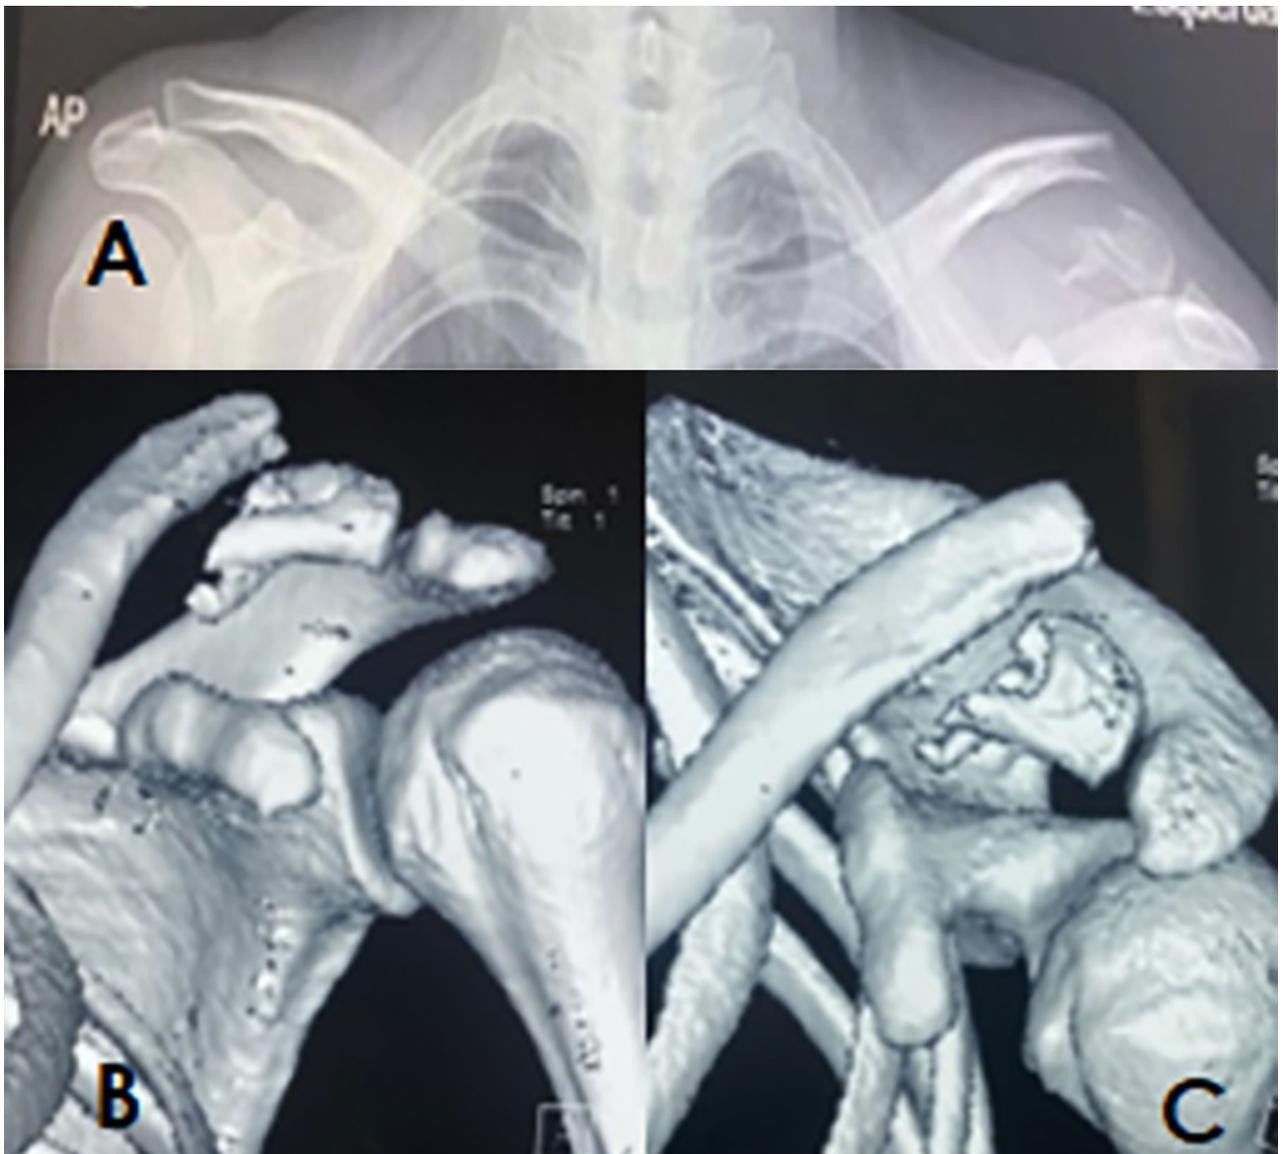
Imágenes Preoperatorias. A) Radiografías. B y C) Tomografías.
